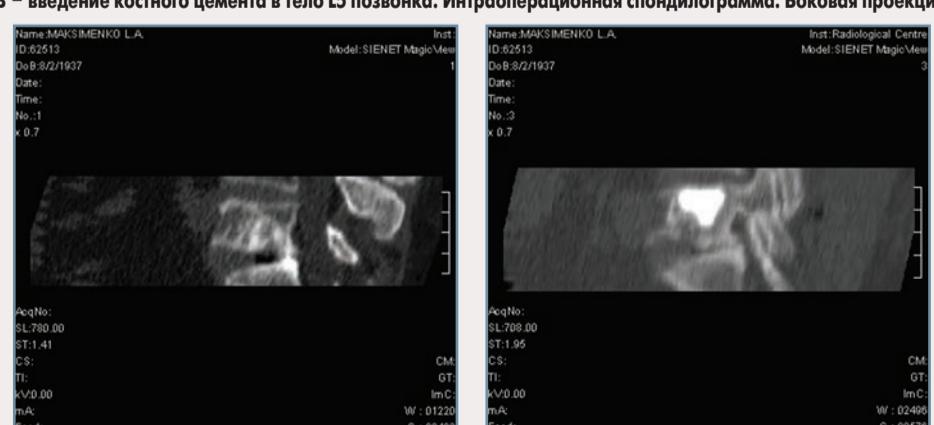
Метастаз в теле L-5 позвонка до и после пункционной вертебропластики (МРТ). Фолликулярный рак щитовидной железы T3N0M1. Пациент М., 67 лет
